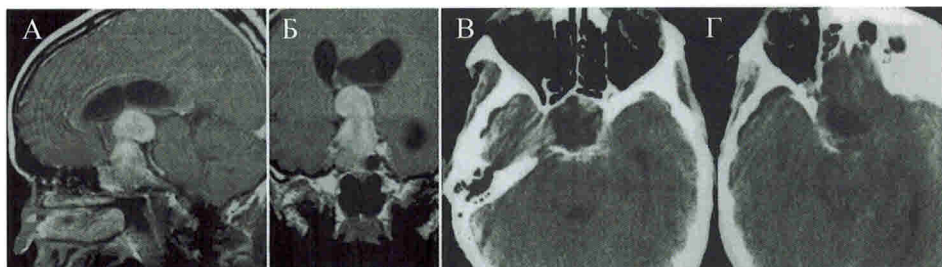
МРТ. Эндо-супраселлярная аденома гипофиза с вторичным узлом, отходящим на тонкой ножке (А, Б – МРТ до операции, В, Г – КТ через несколько дней после операции).
